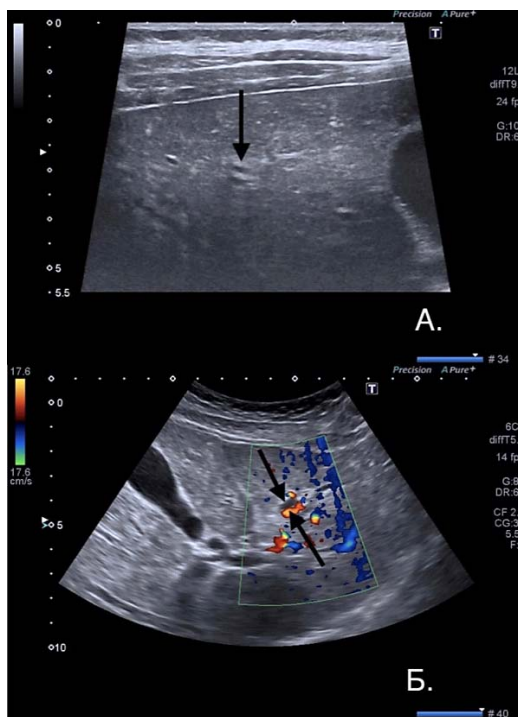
УЗИ органов брюшной полости больной М.; расширение внутривеночных желчных протоков (А-Б)
